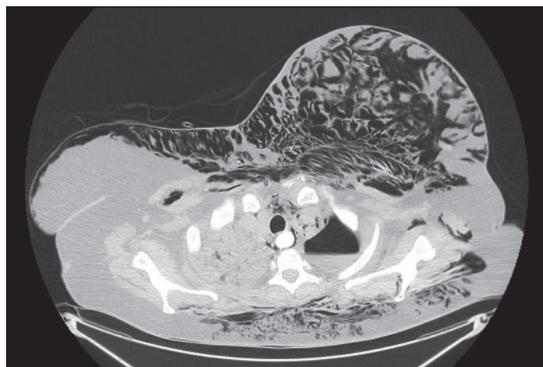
TC: Marcado hidroneumotórax izquierdo. Severo enfisema subcutáneo que disecciona planos musculares y partes blandas de región cervical, torácica y lumbar, y neumomediastino. Condensaciones pulmonares derechas con broncograma aéreo no presentes en TC previo.
